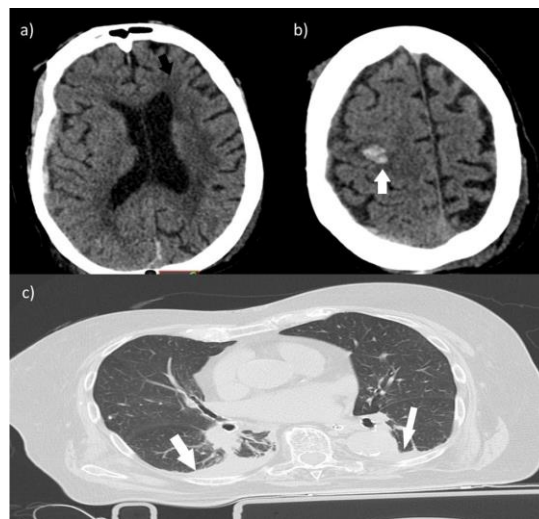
a) Tomografía de cráneo sin contraste a nivel de los ventrículos se observa imágenes hipodensas (flecha blanca) hacia la convexidad en el lóbulo frontal bilateral sin afectar núcleos centrales localizadas en región periventricular, b) Lesión hiperdensa (flecha negra) que mide 1.62 x 1.09 cm con bordes regulares, que no tiene edema alrededor, produce leve efecto de masa compatible con infarto lacunar. c) TAC de tórax: se observa una imagen hiperdensa región basal bilateral compatible con derrame pleural (flecha blanca).
